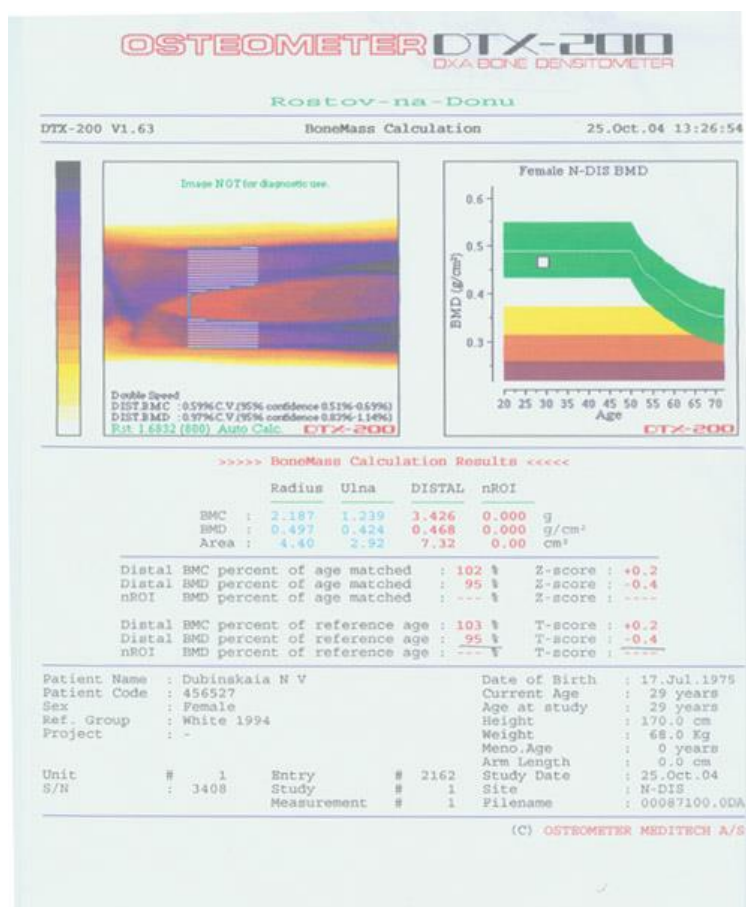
Данные рентгеновской денситометрии лучевой кости предплечья здорового человека.
